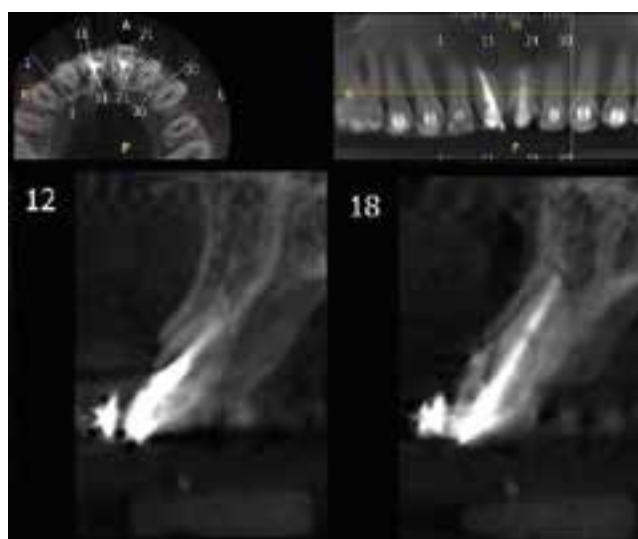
Tomografía preoperatoria de piezas 1.1 y 2.1
